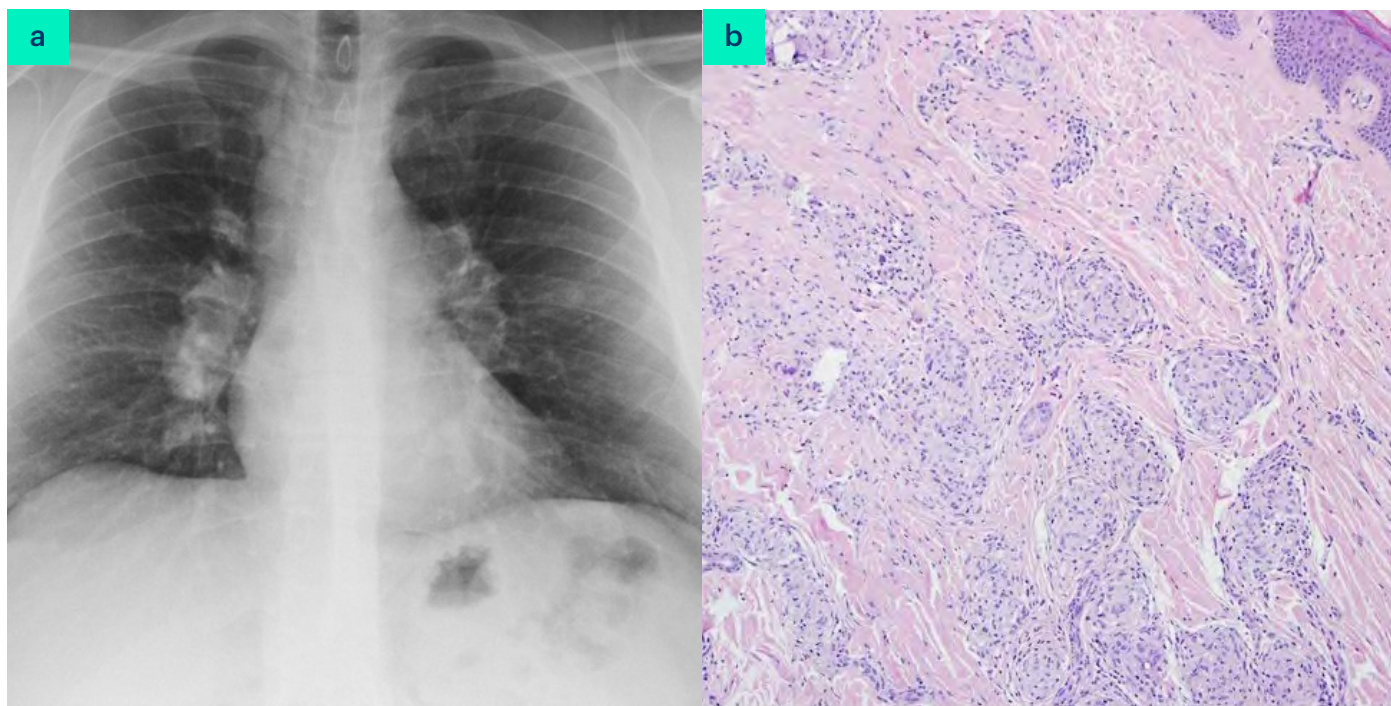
a) En la radiografía de tórax destacan adenopatías mediastínicas e hiliares bilaterales. b) En la biopsia del nódulo sobre cicatriz destaca la presencia de granulomas epitelioides no necrotizantes.
